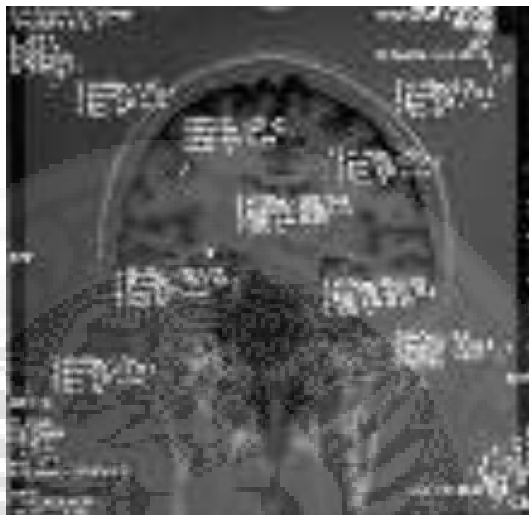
Citra MRI kepala setiap variasi TI (RS Haji Surabaya, 2016)
